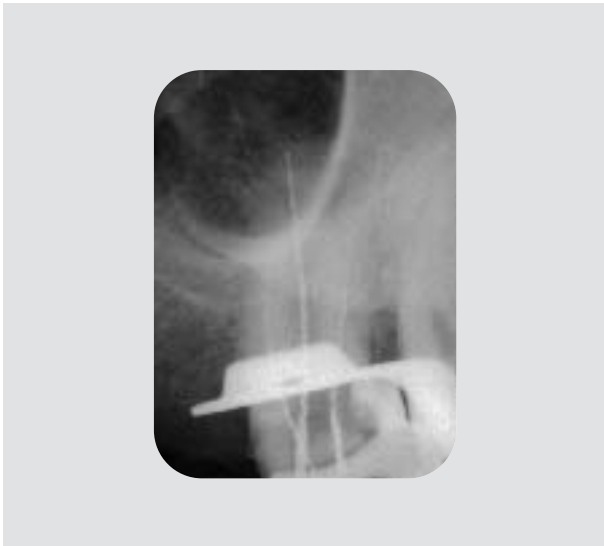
Röntgenmessaufnahme des Zahns 27. Die Röntgenaufnahme bestätigt die elektrometrisch ermittelte Länge der Wurzelkanäle.
